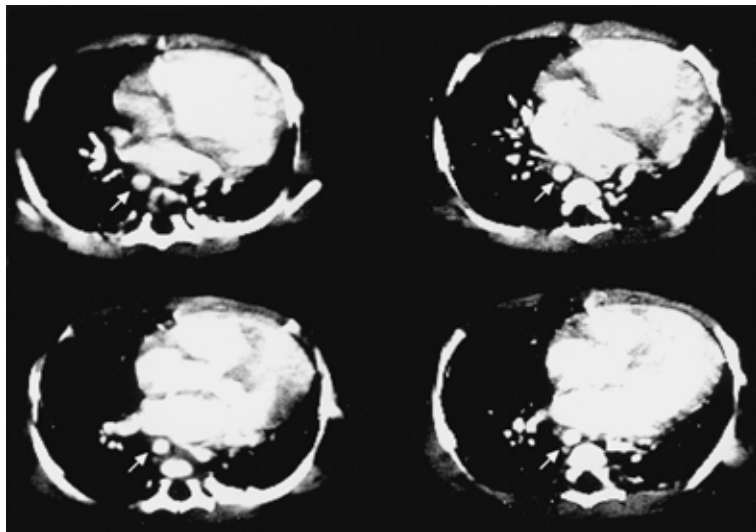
症例2の造影胸部CT: 矢印; 下行大動脈は椎体の右側を下行する
